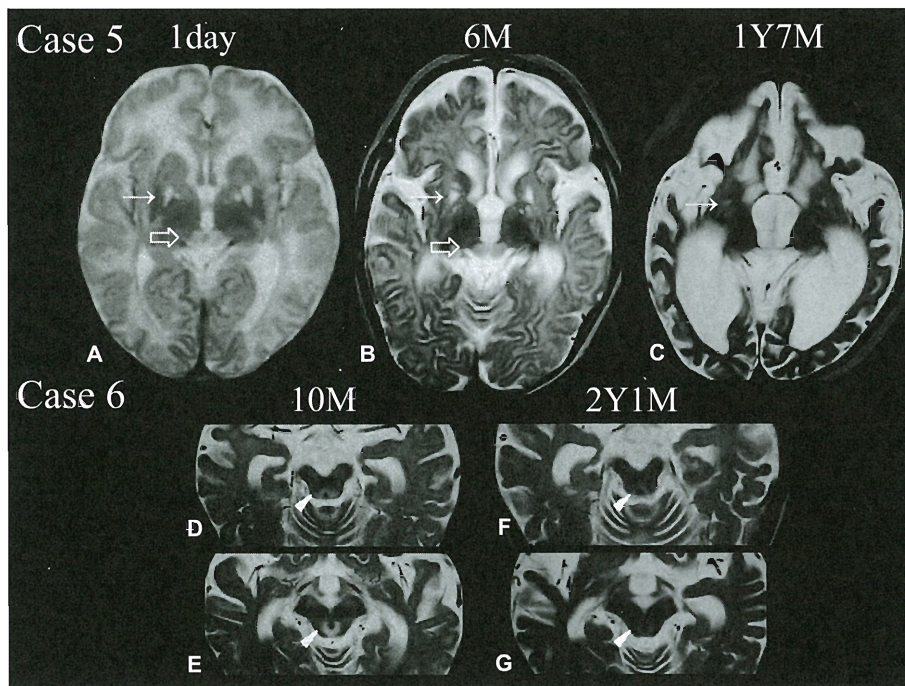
MRI of Cases 5 and 6
